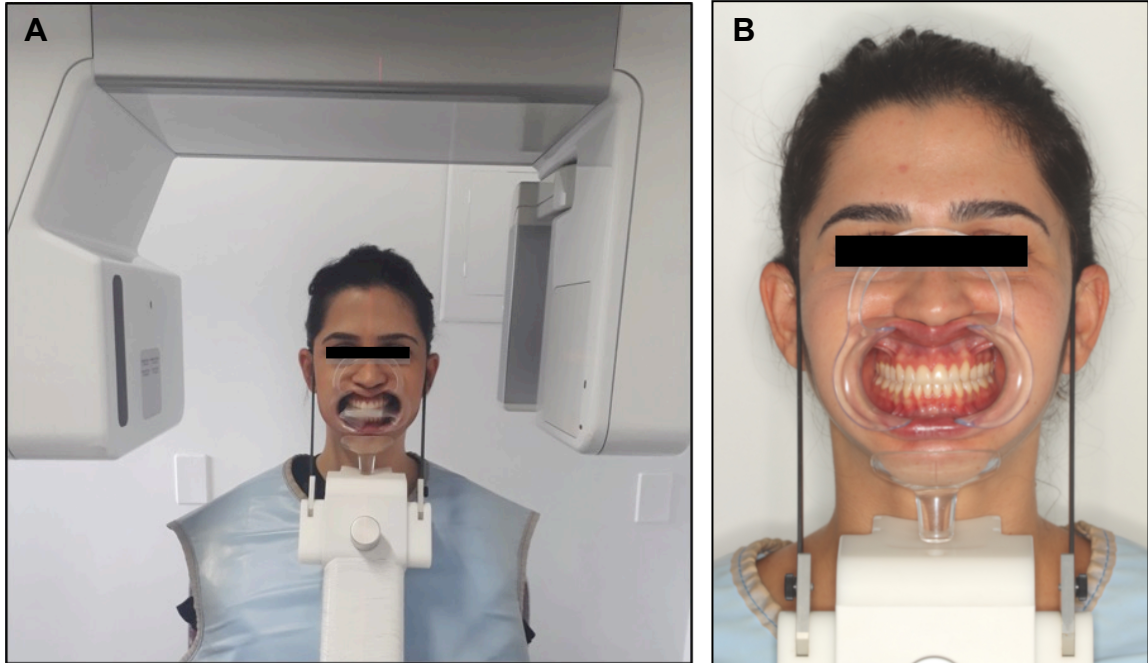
A) Realização de tomografia computadorizada de feixe cônico utilizando afastador labial. B) Imagem aproximada do afastador labial em posição invertida para evitar tocar no estabilizador do mento.
